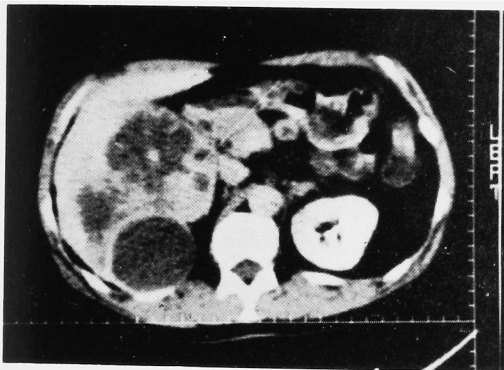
Abdominal CT scan demonstrates right large renal mass with lobulated low density area and simple solitary cyst. Renal mass involved to liver without hilar lymphnode metastasis.
